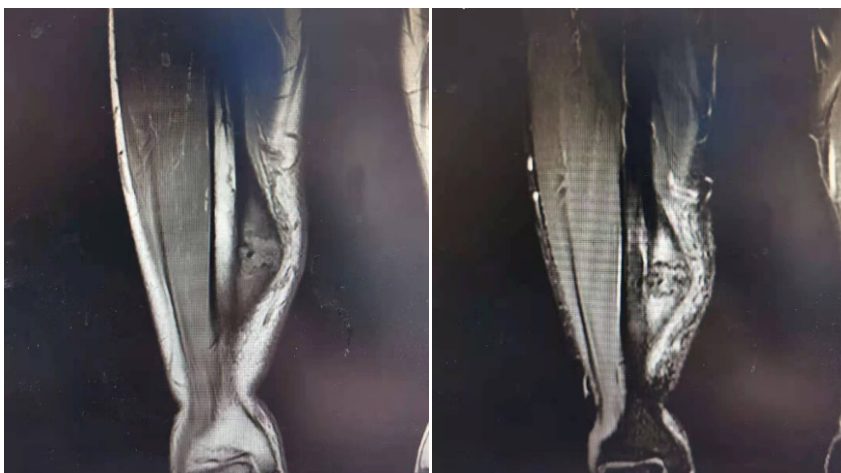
MRI before operation
